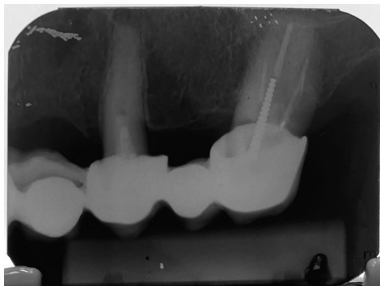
Radiografia inicial da unidade 24 indicando atresia do canal radicular.
